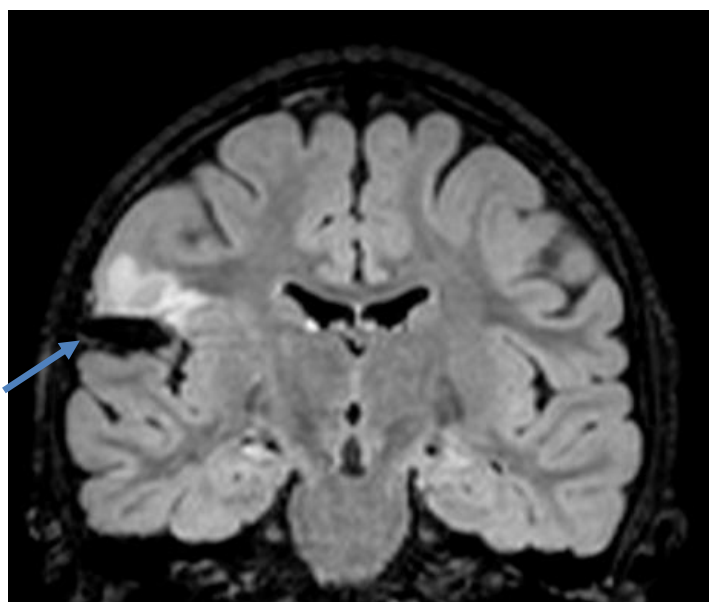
Imagem FLAIR, do primeiro pós-operatório. Em corte coronal (ao nível da zona média do tálamo), evidenciando área hipointensa correspondente à ressecção tumoral parcial. Superiormente, encontra-se lesão hiperintensa córtico-subcortical que corresponde à parte do tumor que não foi ressecada.
